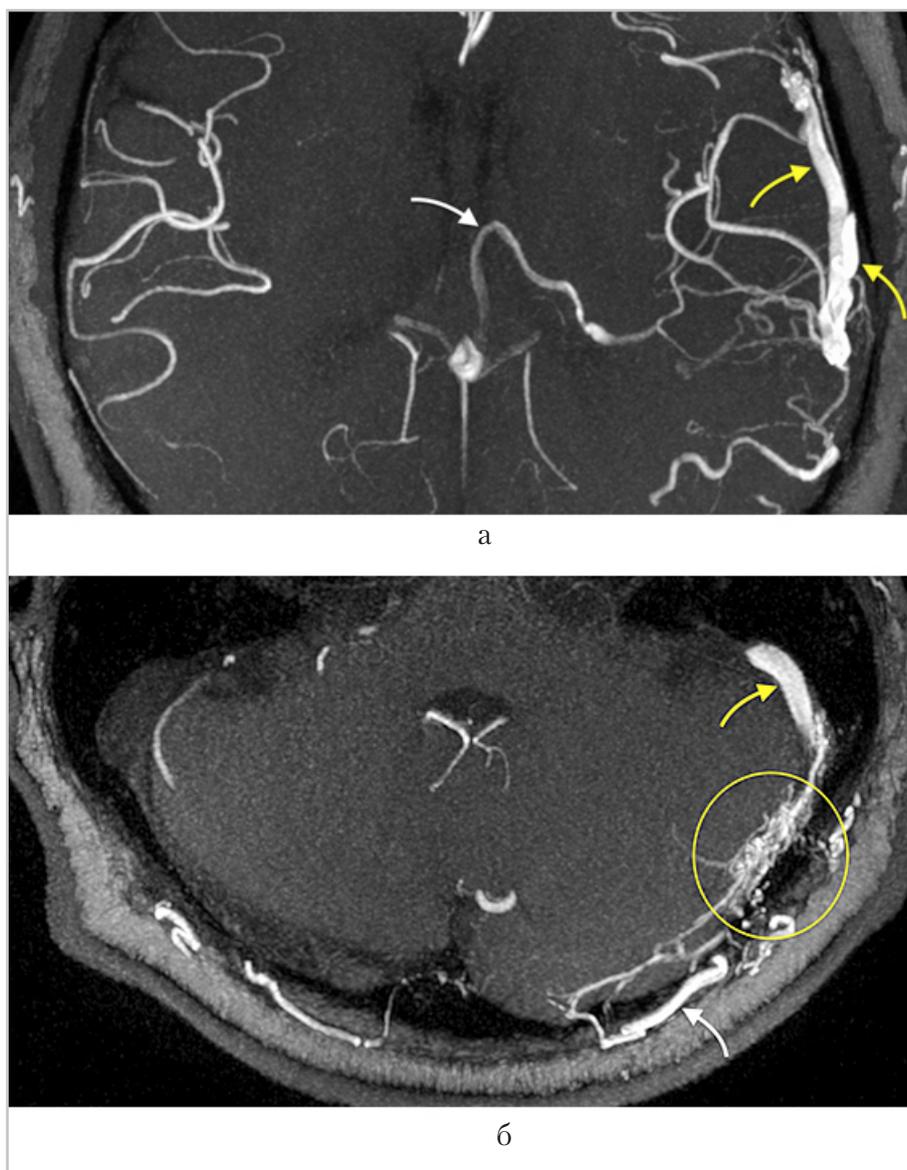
МР-томограммы; бесконтрастная 3D-TOF-ангиография, mIP-реконструкция, аксиальная плоскость: *а* — желтыми стрелками обозначены расширенные корковые вены. Определяется МР-сигнал от кровотока по левой внутренней вене мозга (*белая стрелка*); *б* — кружком обведена сеть мелких извитых сосудов, соединяющих левую затылочную артерию (*белая стрелка*) с сигмовидным синусом (*желтая стрелка*). Левый поперечный синус гипоплазирован
